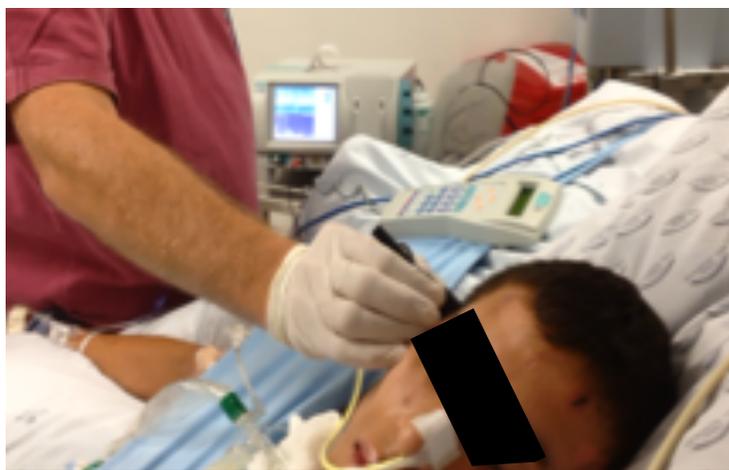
Determinación de Doppler transcraneal al lado de la cama en un enfermo de TCE
